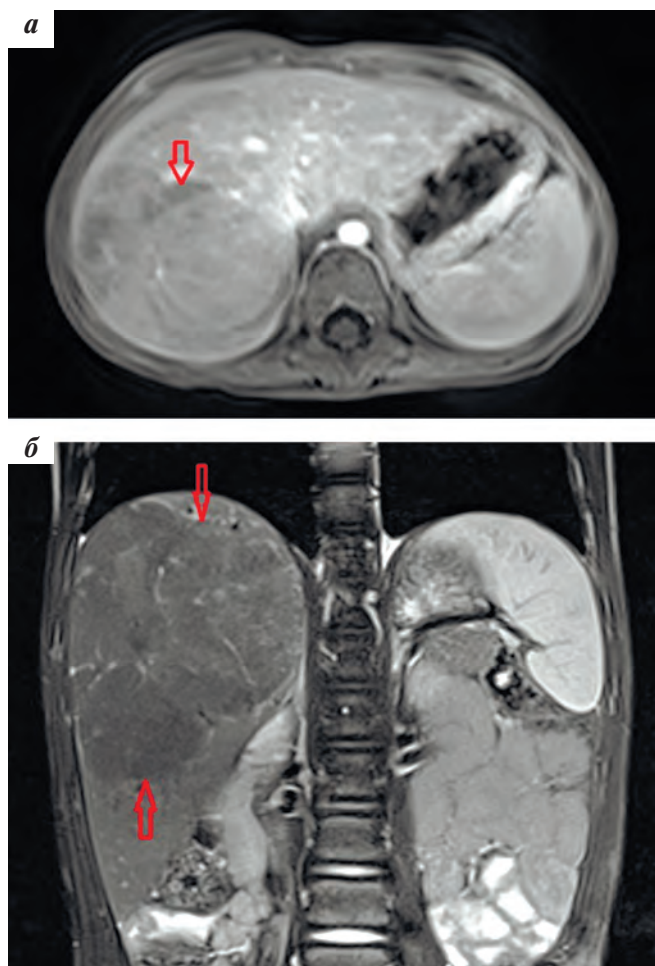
МРТ брюшной полости, T1-взвешенные изображения с контрастным усилением: а — аксиальная проекция; б — корональная проекция. Красными стрелками указано новообразование
